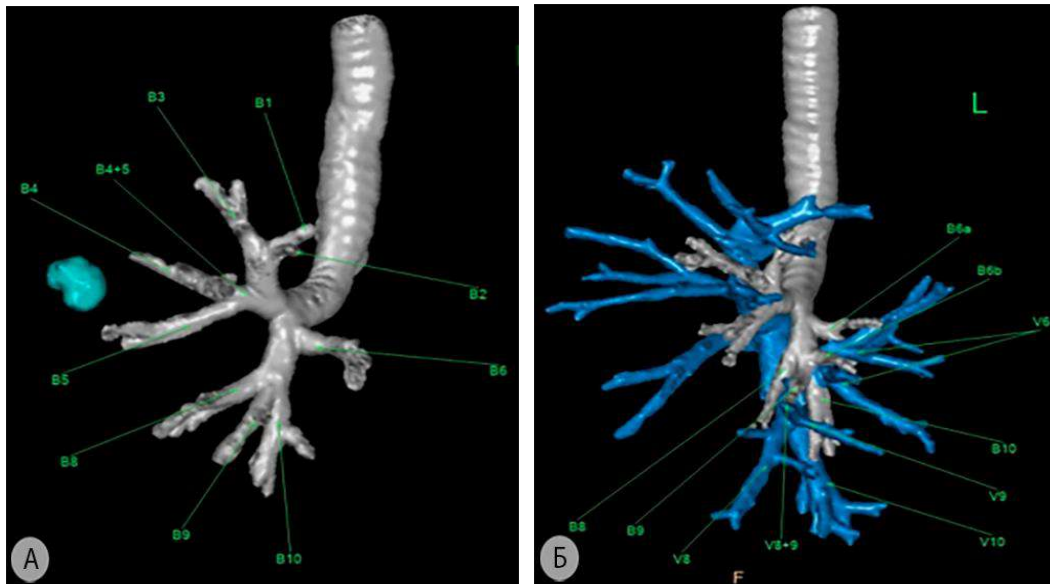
Варианты ветвления заднезонального бронха слева (3D-реконструкция МСКТ-АГ) а – одинарный верхушечный бронх; б – двойной верхушечный бронх. B^1 – апикальный бронх; B^2 -задний сегментарный бронх; B^3 – передний сегментарный бронх; B^{4+5} – общий язычковый бронх; B^6 – заднезональный бронх; B^8 – передний базальный бронх; B^9 – латеральный базальный бронх; B^{10} – задний базальный бронх; V^6 – заднезональная вена; V^8 – передняя базальная вена; V^9 – латеральная базальная вена; V^{10} – задняя базальная вена
